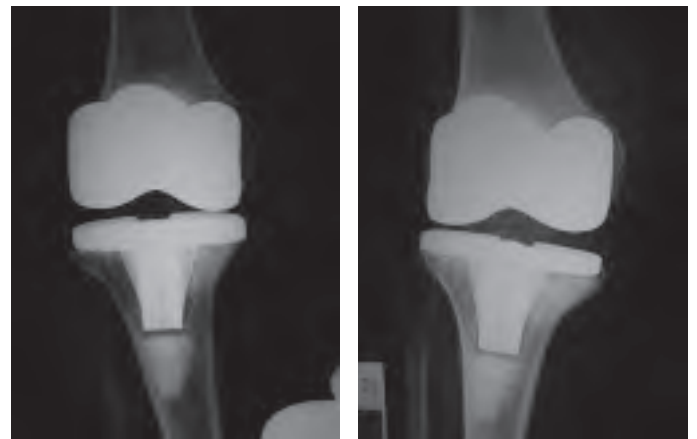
i 2b: Radiografia forçada en var i valg en extensió, amb badall articular medial i lateral.
